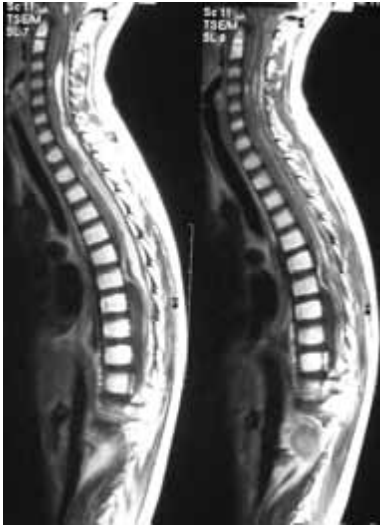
Resonancia magnética con medio de contraste (Gadolinio); el tumor se refuerza en forma irregular.
